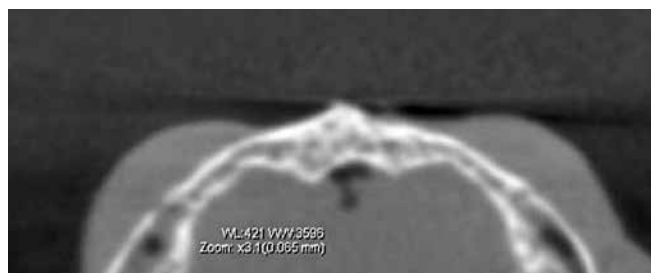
Сагиттальный срез теменной кости на конусно-лучевой компьютерной томографии
